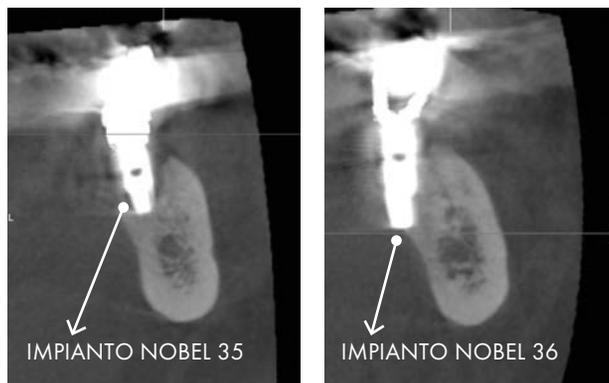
CBCT 2017: prima della rimozione degli impianti Nobel; si noti la posizione molto linguale dell'impianto in posizione 36
